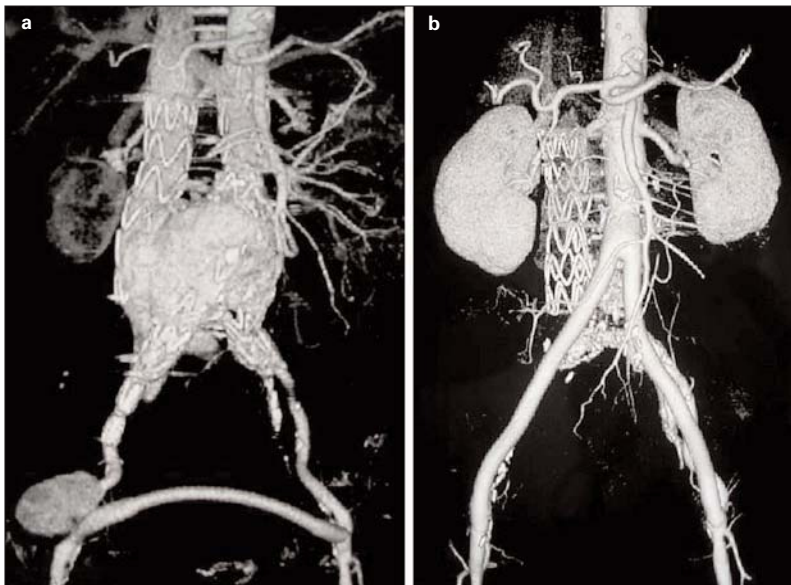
a) Angio-TC preoperatorio: pseudoaneurisma femoral derecho; saco aneurismático contrastado con permeabilidad de la fistula aortocava; b) Angio-TC al alta: prótesis bifurcada permeable, ausencia de fistula aortocava.
